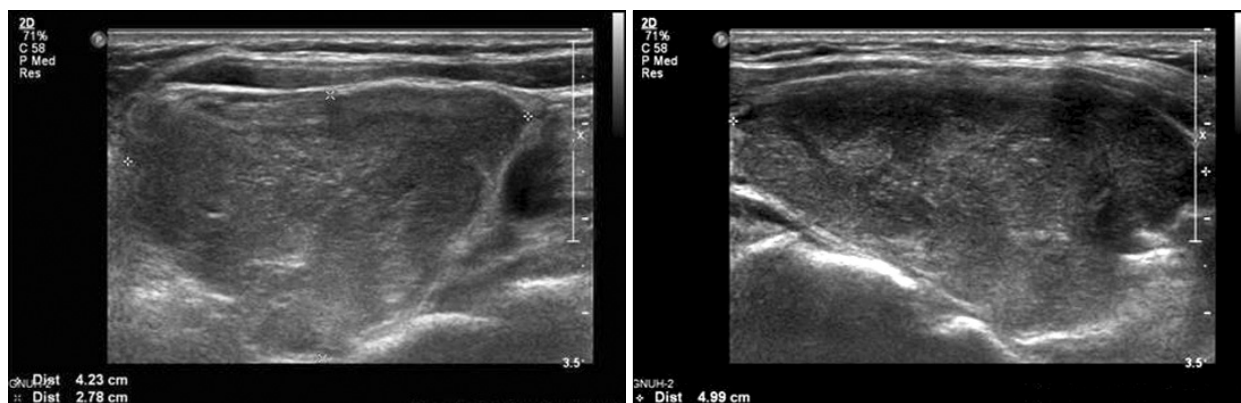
Neck ultrasonography of a parathyroid tumor which is 4.23×2.78×4.99 cm in size and well defined. And this tumor is also a homogeneous and hypoechoic mass which is round in shape.
